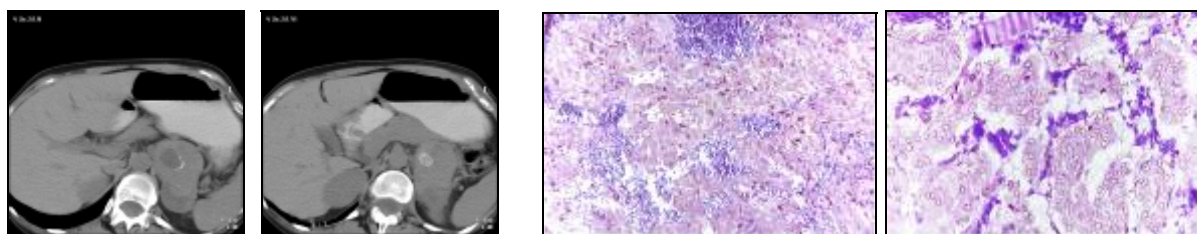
+20b - *Patiente ZE ; CT abdomen: une masse tumorale sur le pôle rénale gauche*
